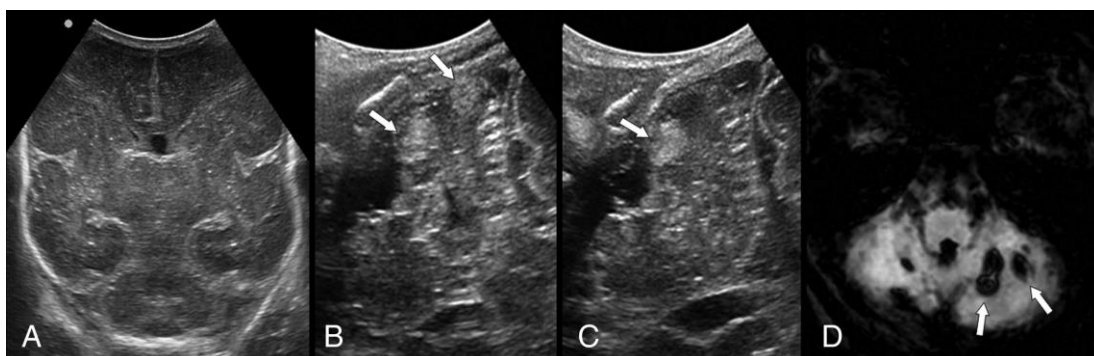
CBH limitate (freccie) nel paziente nato a 27 settimane di età gestazionale. Lesioni erano invisibili all'ecografia transfontanellare eseguita tramite fontanella anteriore (A), mentre potevano essere visualizzati tramite la fontanella mastoidea (B e C). Immagine D mostra le stesse lesioni in sequenza SWI di risonanza magnetica cerebrale. [Parodi 2015]
